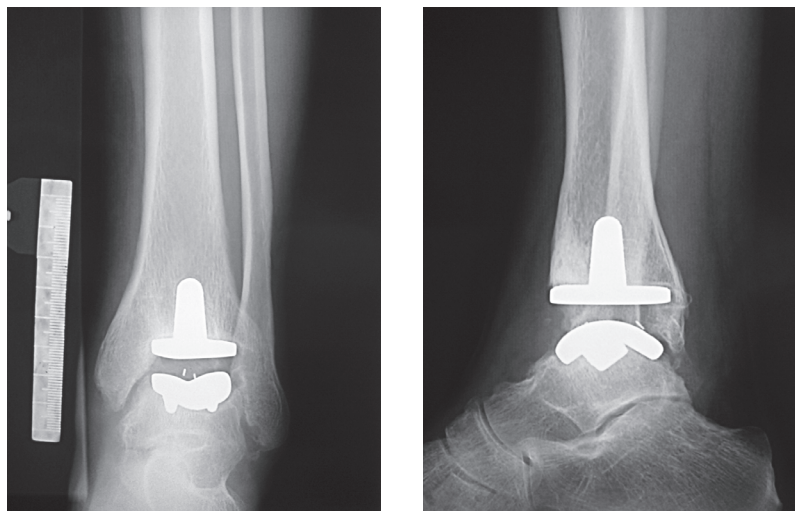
Рентгенограммы пациента В. при поступлении: а – левый голеностопный сустав в двух проекциях; б – правый голеностопный сустав в двух проекциях
